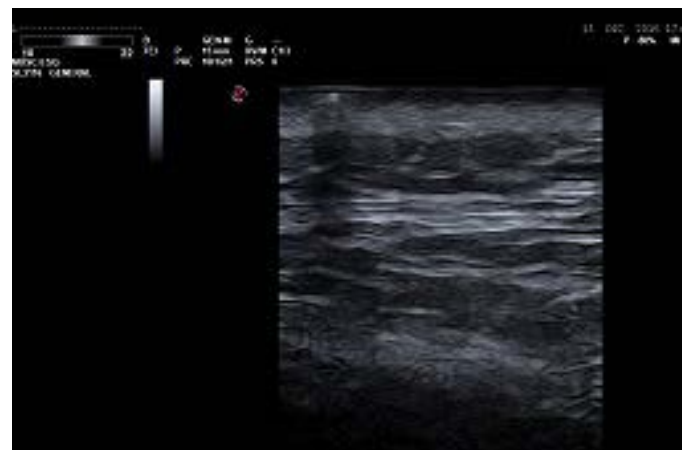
Imagen ultrasonográfica en la que destaca a la izquierda de la misma, la presencia de una estructura hiperecogenica en dermis superficial con efecto acústico de sombra posterior.
